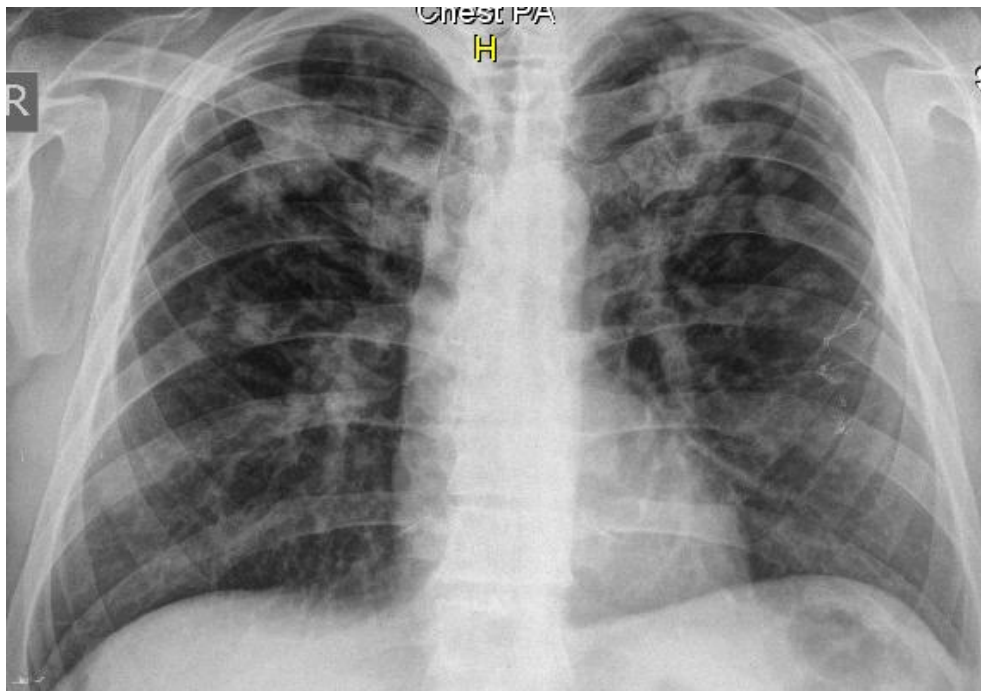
Оглядова рентгенограма органів грудної порожнини хворого В.
